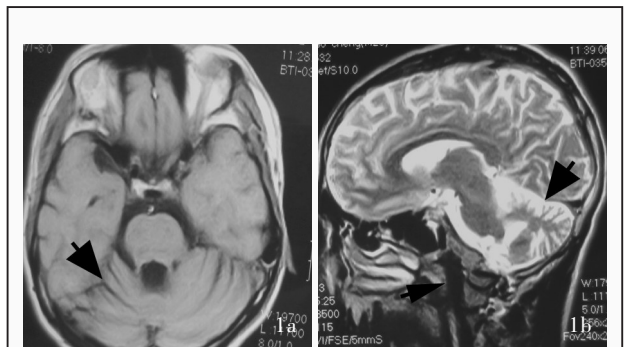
头部MRI检查显示,小脑呈现重度萎缩(粗箭头所示),脑干呈现中度萎缩(细箭头所示) 1a 横断面T₁WI 1b 矢状位T₂WI
